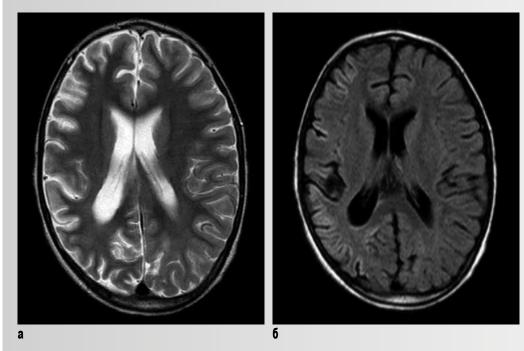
Тот же пациент. MPT (а – T2, б – FLAIR) через 2,5 месяца после ЭС. Признаки атрофии правого полушария
